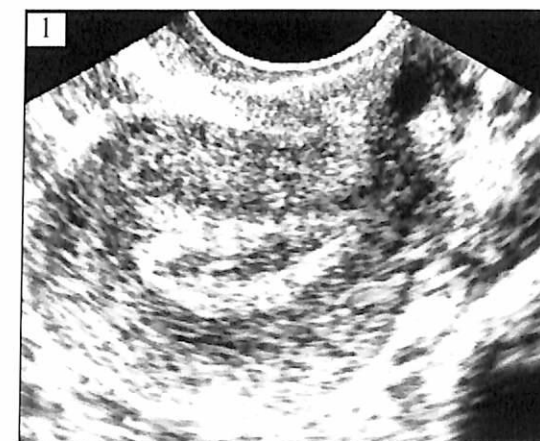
(1, 2). Организованная тубарная гематома с погибшим Пл/Я, выявленная при повторном УЗИ, когда результаты первичного исследования были отрицательными (в плане визуализации признаков маточной или клинически бессимптомной внематочной имплантации).*
